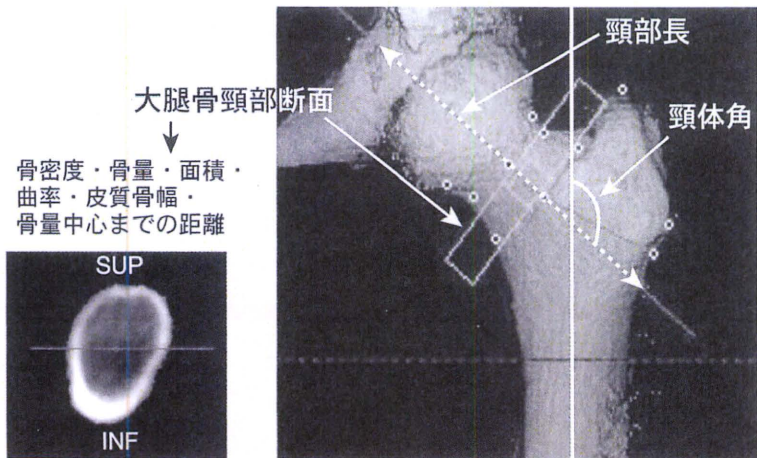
三次元CT画像による大腿骨近位部ジオメトリ評価
